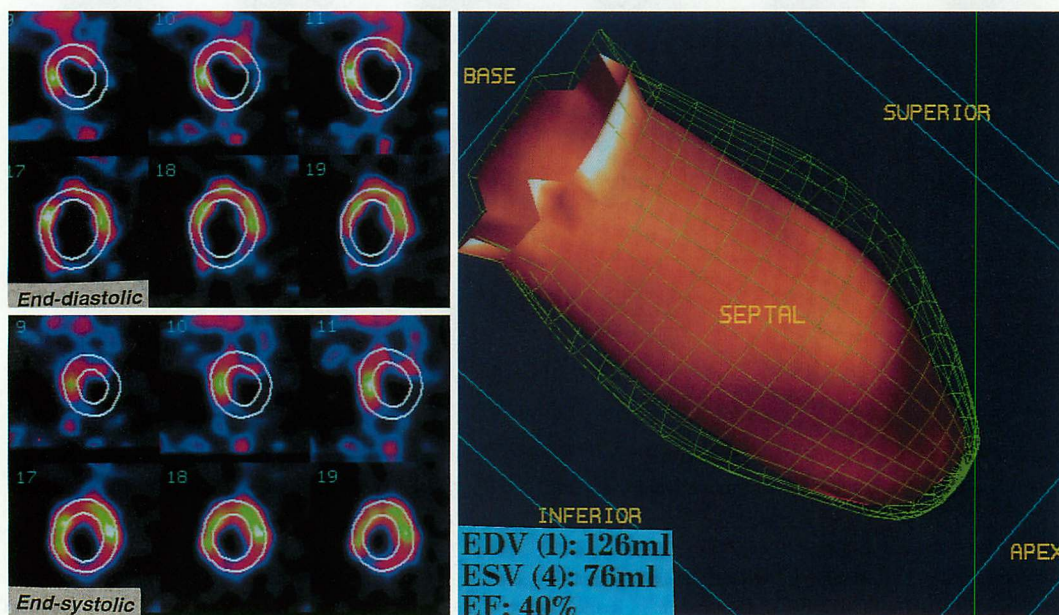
Myocardial single photon emission computed tomography (SPECT) images at rest with ^{99m}Tc MIBI
